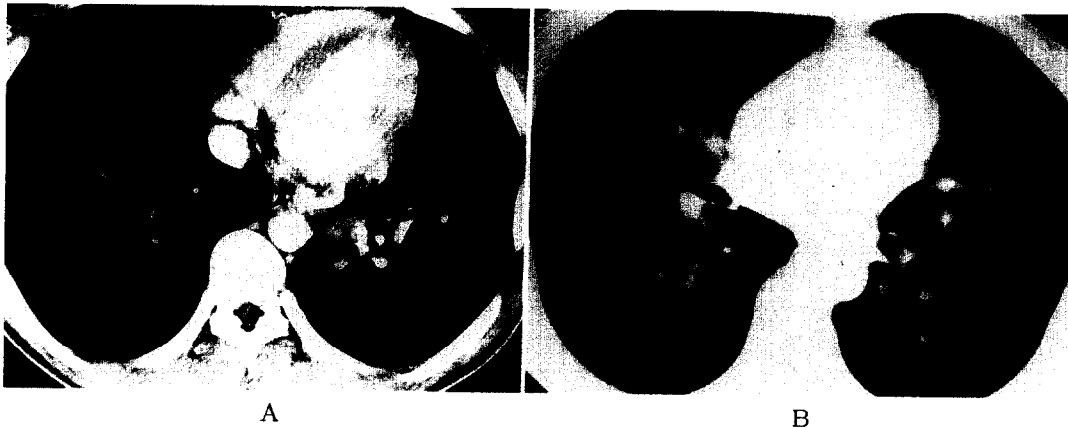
A. Dynamic CT scan at mediastinal window setting shows anomalous artery arising from descending aorta with branching (asterisk)
